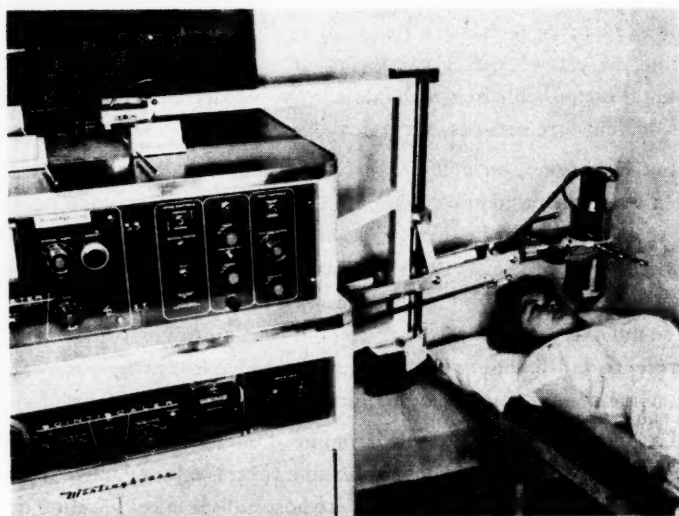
Le scintigraphe.
